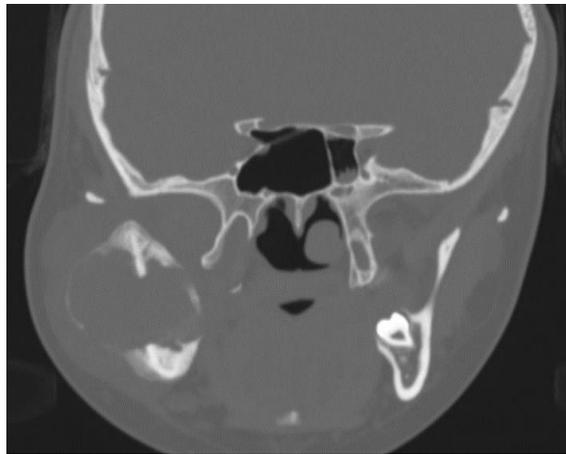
Опухоль тела нижней челюсти справа на МСКТ снимке.
